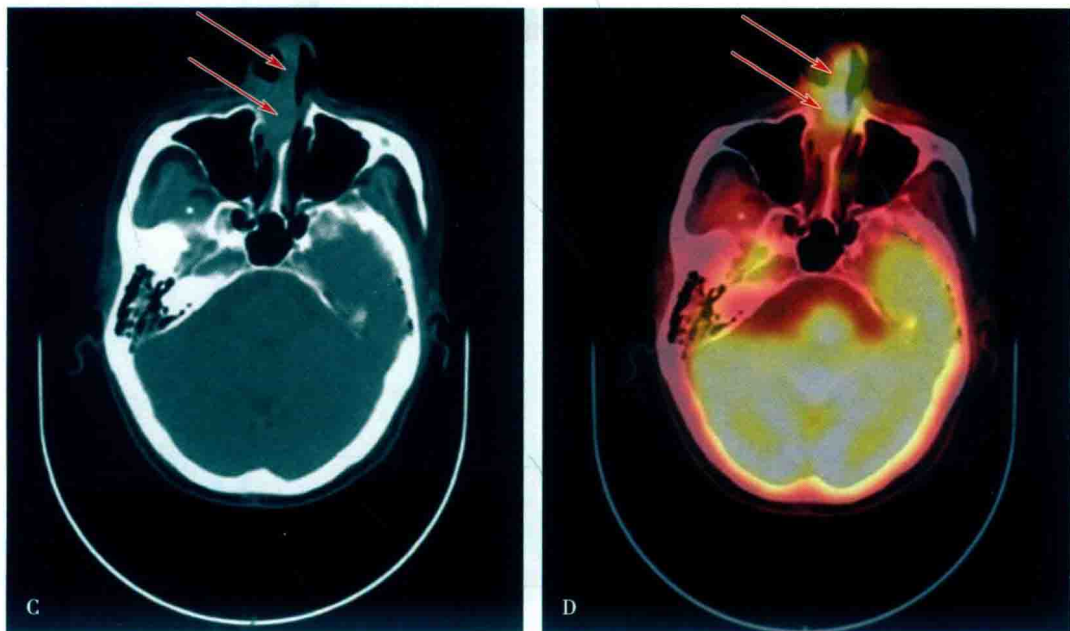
结外 NK/T 细胞淋巴瘤，鼻型 ^{18}F -FDG PET/CT 图像
